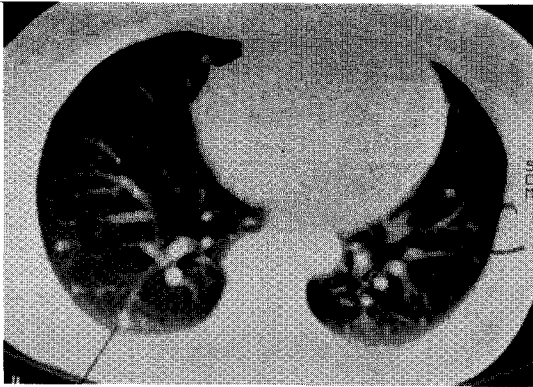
Chest CT shows multiple, small sized calcified nodule in both lung periphery.
